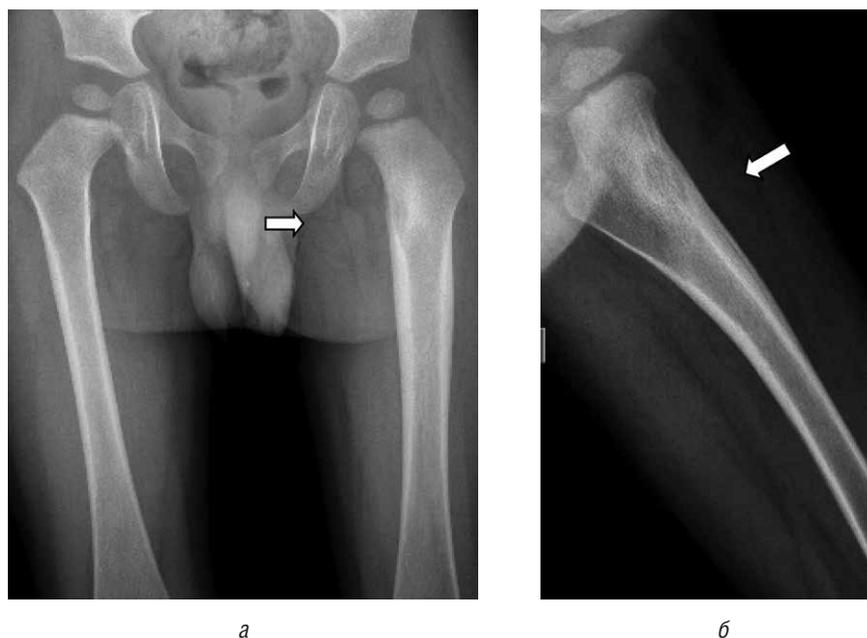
Рентгенограмма тазобедренных суставов пациента В., 2 года 1 мес, в передне-задней проекции (а) и при наружной ротации (б). Исследование перед оперативным лечением
